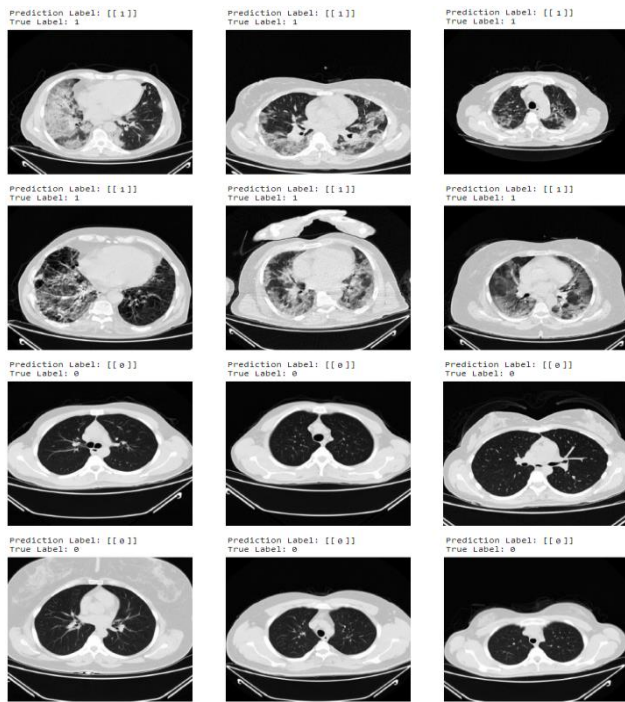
Successfully Classified CT Images Samples
